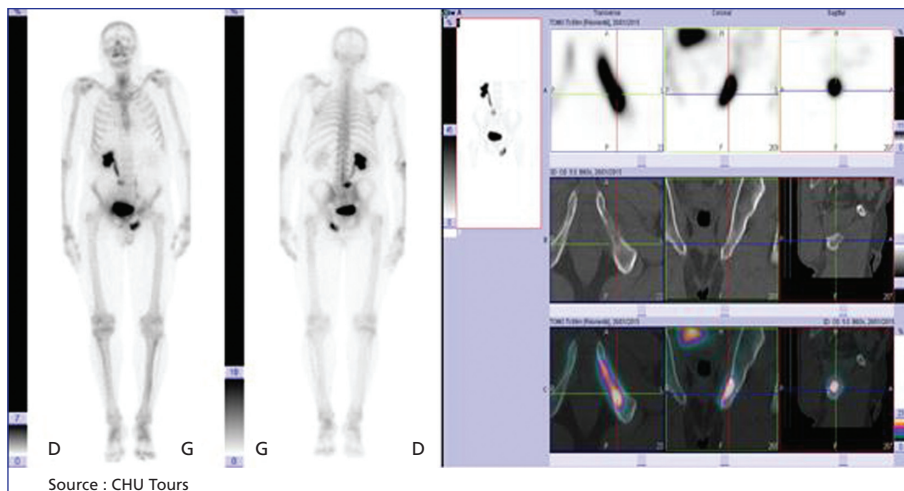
Scintigraphie osseuse planaire du squelette entier et TEMP/TDM du rachis lombaire et du bassin. Bilan d'extension initial. Adénocarcinome de prostate à risque élevé. Examen montrant une métastase osseuse de l'ischion gauche.
